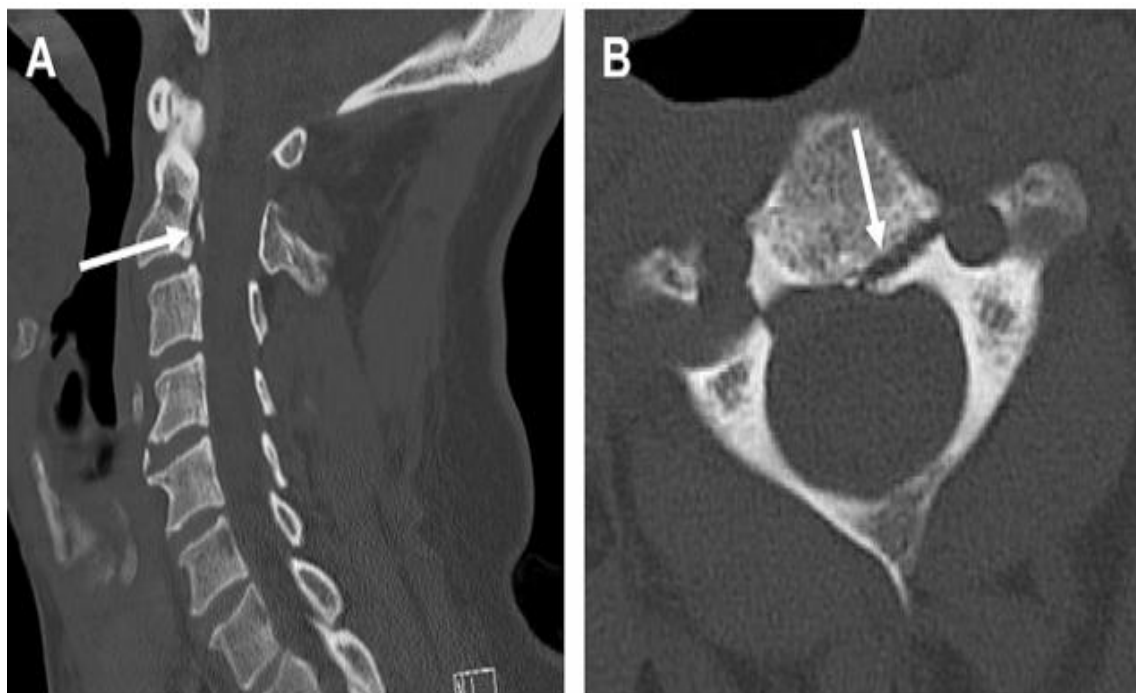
TDM du rachis cervical (coupe sagittale [A] et axiale [B]) montrant une fracture non déplacée de l'axis (flèche), associée à une rupture du ligament longitudinal antérieur et à des fractures non contiguës des vertèbres thoraciques T2 et T3. (56)
